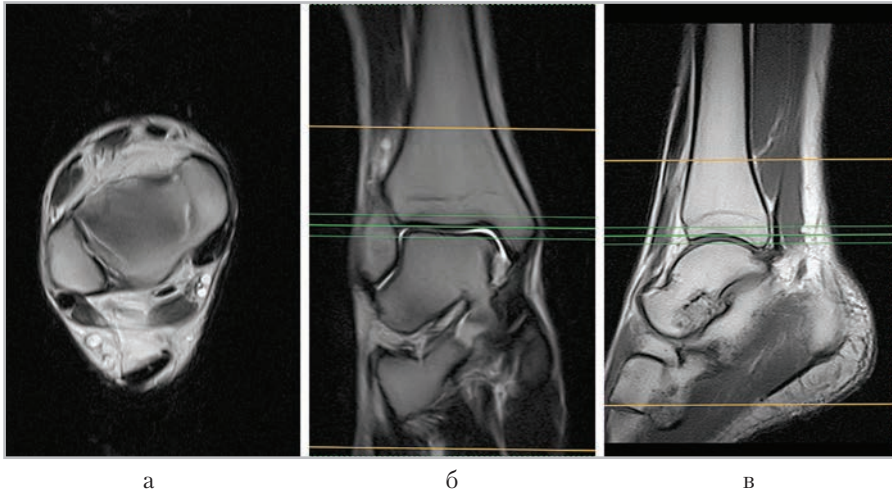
МР-томограммы, полученные для планирования аксиальных срезов (а) в коронарной (б), сагитальной (в) плоскостях
